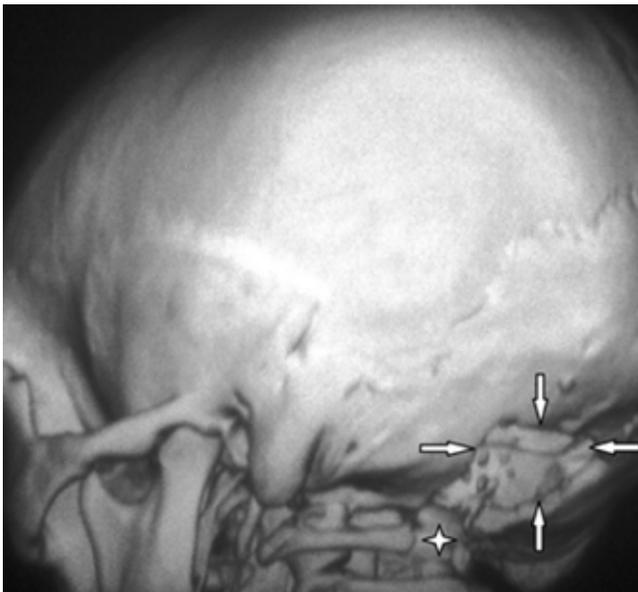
Reconstrucción tridimensional con TAC. Las flechas indican la craneotomía suboccipital; la estrella, la resección del arco posterior del atlas.
